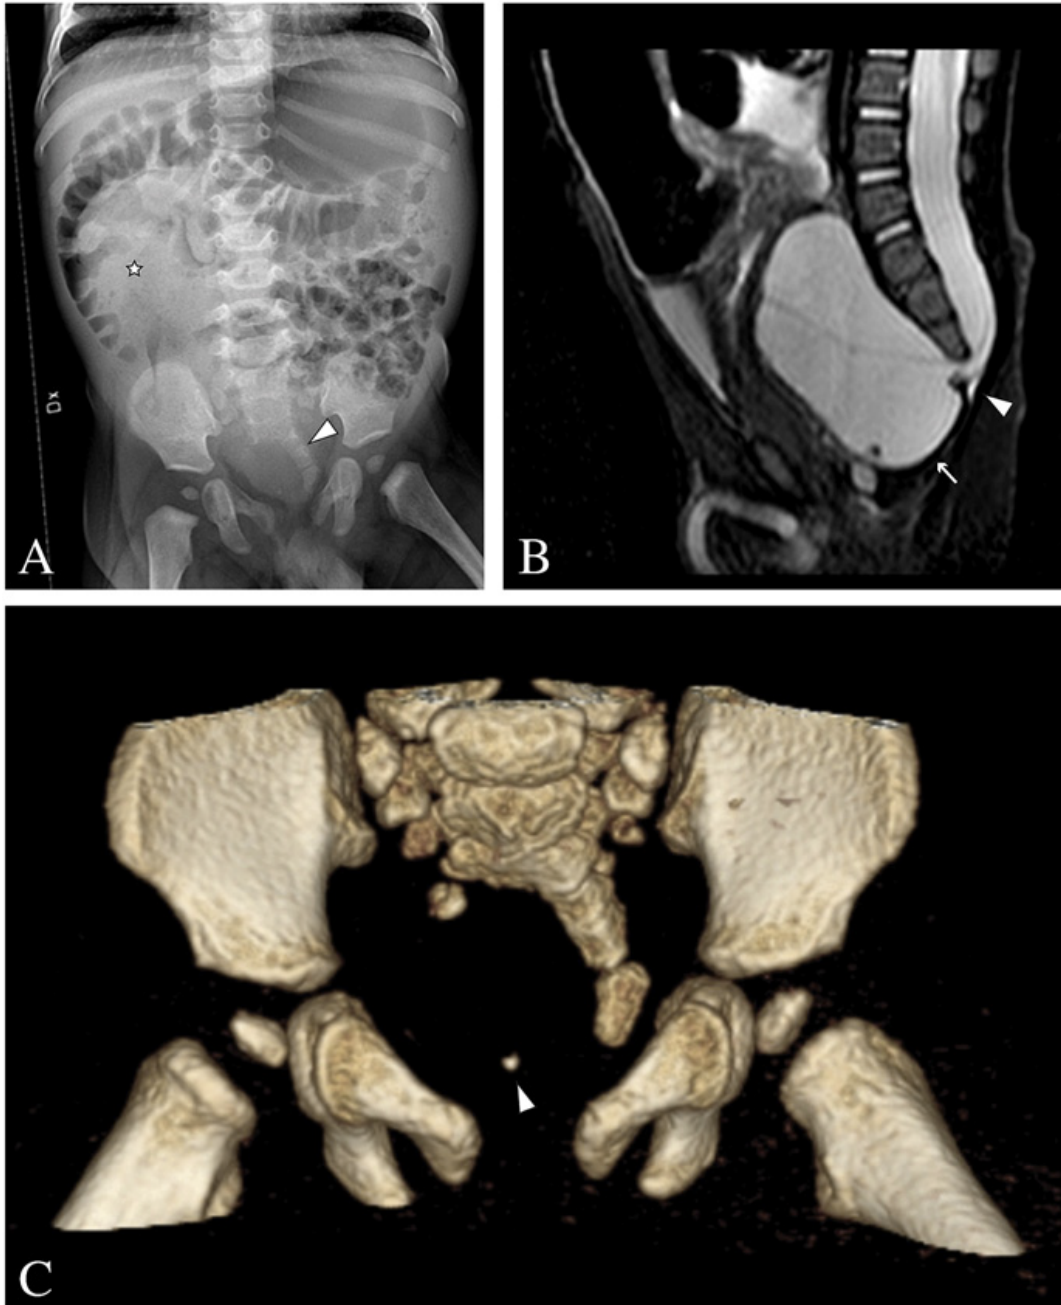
Images d'un enfant de 05 mois porteur du SC. A) radiographie abdomino-pelvienne montrant l'agénésie sacrée en « cimenterre » (triangle). Le côlon droit est déplacé à cause d'une constipation sévère (étoile). B) Coupe sagittale de l'IRM en faveur d'une MSA (flèche) en communication (tirangle) avec le canal médullaire. C) TDM abdominale avec reconstruction 3D montrant le defect sacré et une petite calcification en pré-sacré (triangle) indiquant une association TPS/MSA.
